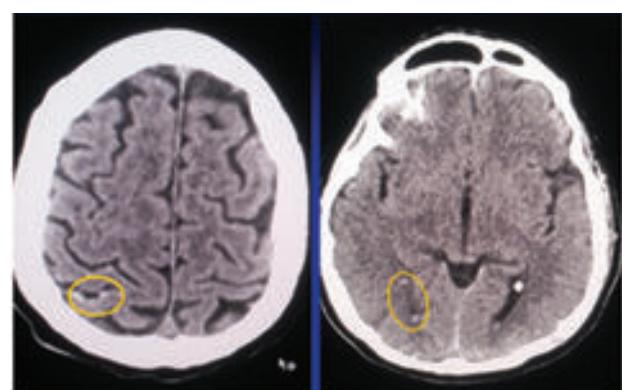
МСКТ головного мозга: в аксиальной проекции в субарахноидальных пространствах теменной области справа (А) и задних рогов обеих боковых желудочков (Б) отмечается содержимое плотностью +65 едн.
